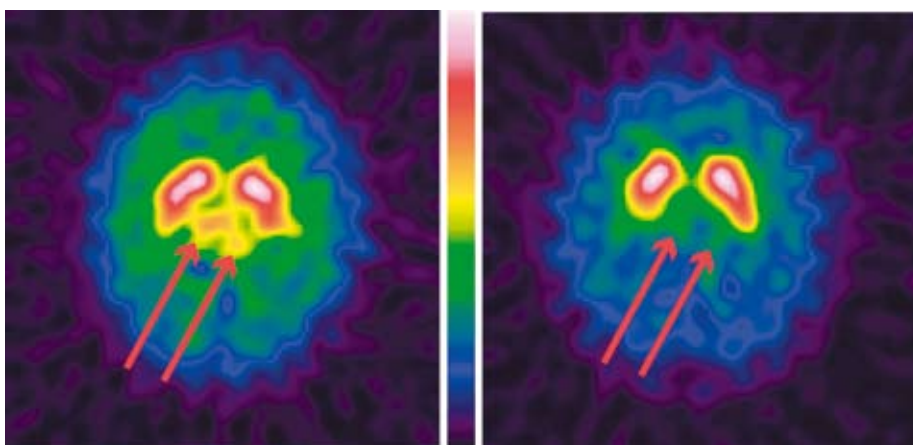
Vergleich der β -CIT-SPECT-Ergebnisse von zwei Patienten mit HCV-Infektion und chronic fatigue-Syndrom. Die β -CIT-SPECT rechts zeigt eine hochgradig verminderte Serotonin-Transporter-Bindung im Bereich des Hypothalamus/Mittelhirns, links findet sich ein unauffälliger Befund. (Die Abb. wurde freundlicherweise von Herrn Prof. Berding, Klinik für Nuklearmedizin der Medizinischen Hochschule Hannover, zur Verfügung gestellt.)
